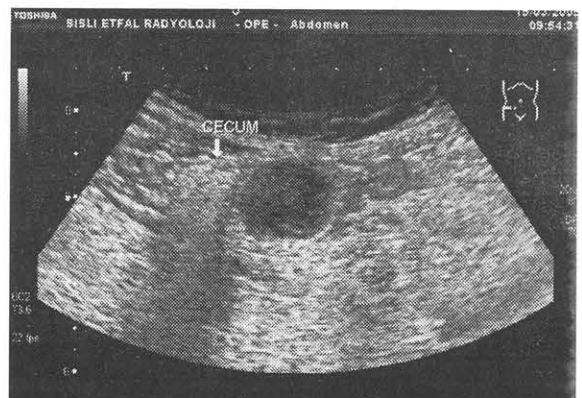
Sagittal transabdominal sonografi görüntüsünde, sağ alt kadranda inferior ucu incelen, içerisinde “soğan zarı” bulgusunu oluşturan ekojenik katmanların bulunduğu tubuler yapıda hipoekoik lezyon izleniyor
